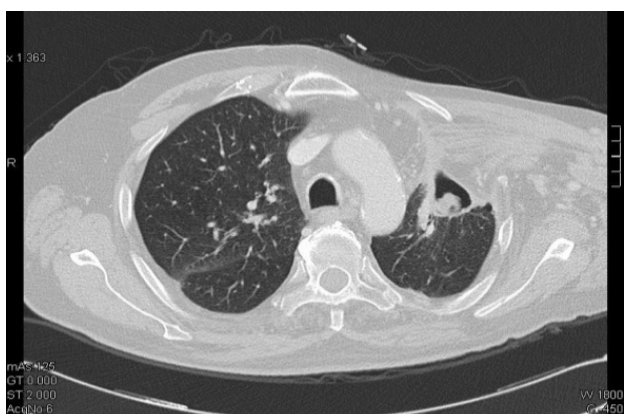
TC torace 2014- Cavo aereo residuo con all'interno formazione nodulare solida
